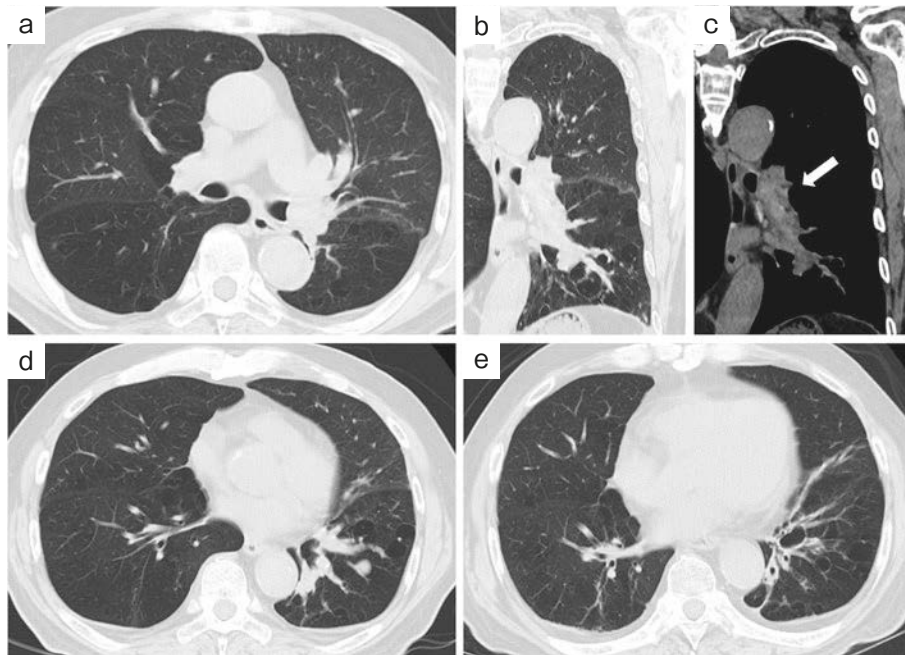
Chest CT findings. (a-c) Chest CT on arrival at the emergency department showed high attenuation mucus (white arrow) extending from the left main bronchus to the upper and lower lobe bronchi, (d) low attenuation areas were seen in both lungs, and cystic changes were seen in the left lower lobe. (e) Cylindrical bronchiectasis and cystic bronchiectasis were seen on chest CT two months after discharge. CT: computed tomography.
